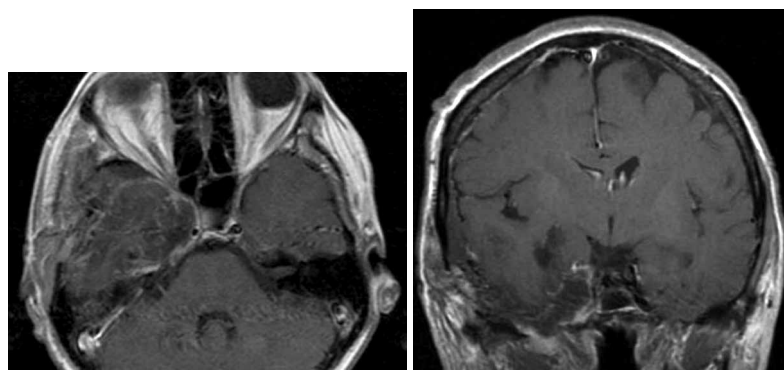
Trigeminal schwannoma extending into the middle cranial fossa (MP type by SK Jeong), subtemporal approach with zygomatic arch mobilization, «intradural» tumor removal, MRI T1WI + contrast (post op day 3): gross tumor resection
